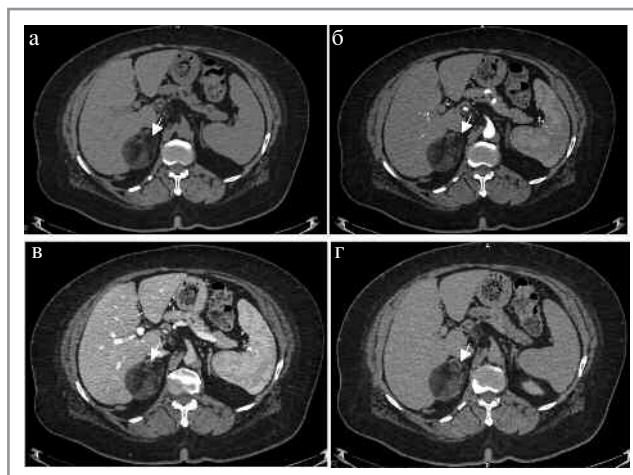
МСКТ, аксиальная проекция. Миелолипома правого надпочечника (стрелка). КТ-изображения в аксиальной проекции: а – НФ; б – АФ; в – ВФ; г – ОФ.
